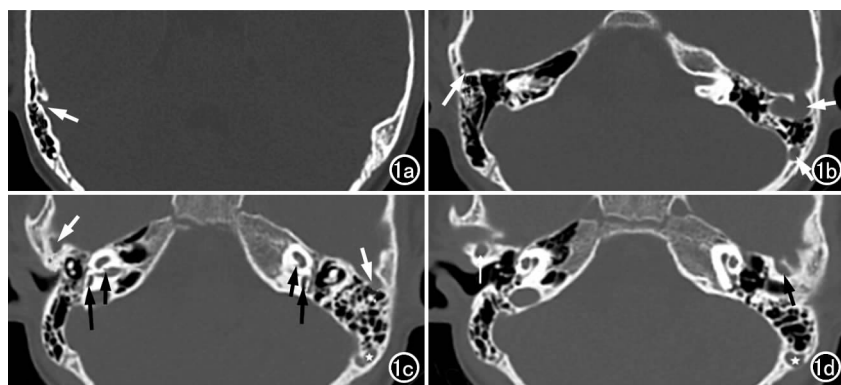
双侧感音聋患儿,合并双侧粗大永存岩鳞窦。a)HRCT 示右侧颞骨后上缘可见管状影,向后开口于横窦-乙状窦交界区(箭),左侧颞骨后上缘未见异常;b)HRCT 示右侧岩鳞隔外侧的骨沟(长箭),左侧颞骨区可见迂曲管状影(短箭);c)HRCT 示双侧岩鳞窦向前走行至中颅窝(白箭),双侧蜗神经孔狭窄(短黑箭),半规管未发育,前庭较小(长黑箭);d)HRCT 示左侧 PSS 呈管状(箭),向后与粗大的乳突导静脉管(星号)沟通。
